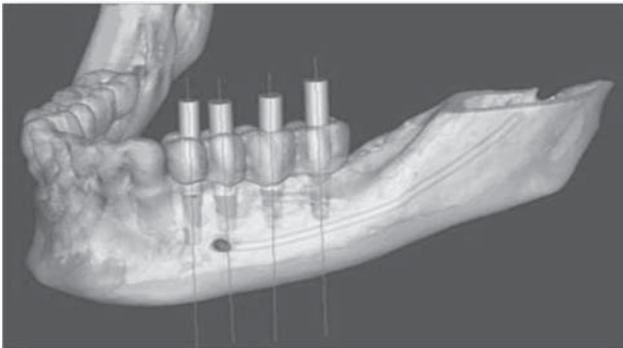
Специализированное программное обеспечение для планирования операции стоматологической имплантации, используемое при компьютерной томографии, позволяет рассчитать количество, размер, угол наклона при установке имплантатов с учетом состояния костной ткани в области предполагаемой имплантации, близости важных анатомических образований (в частности, нижнечелюстного канала, ментального отверстия на стороне оперативного вмешательства).
